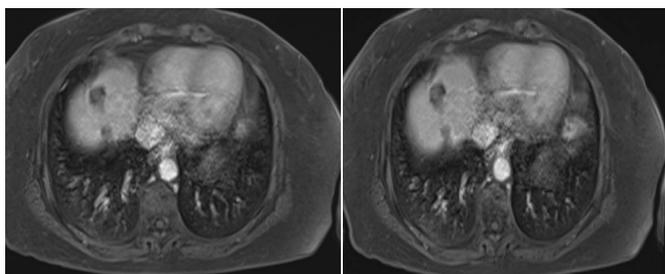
a, b, c. Resonancia magnética en secuencia T1 con contraste en corte axial. Control a los 12 meses post - 2do TACE
